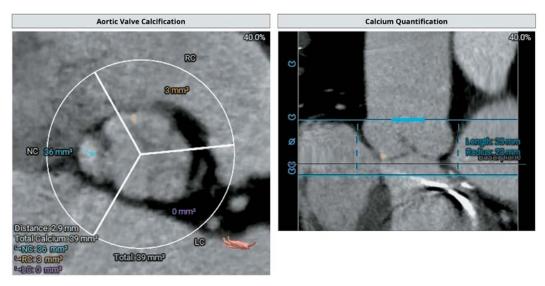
Состояние клапанного кальциноза по данным КТ.
